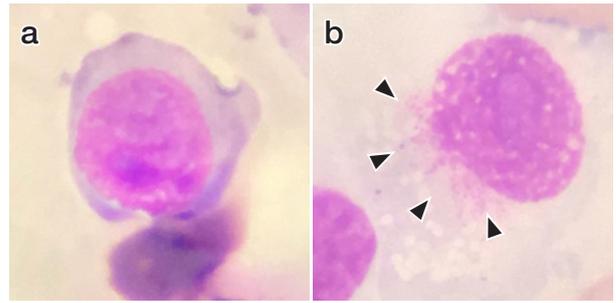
超音波ガイド下における腹腔内腫瘍の細胞診所見
